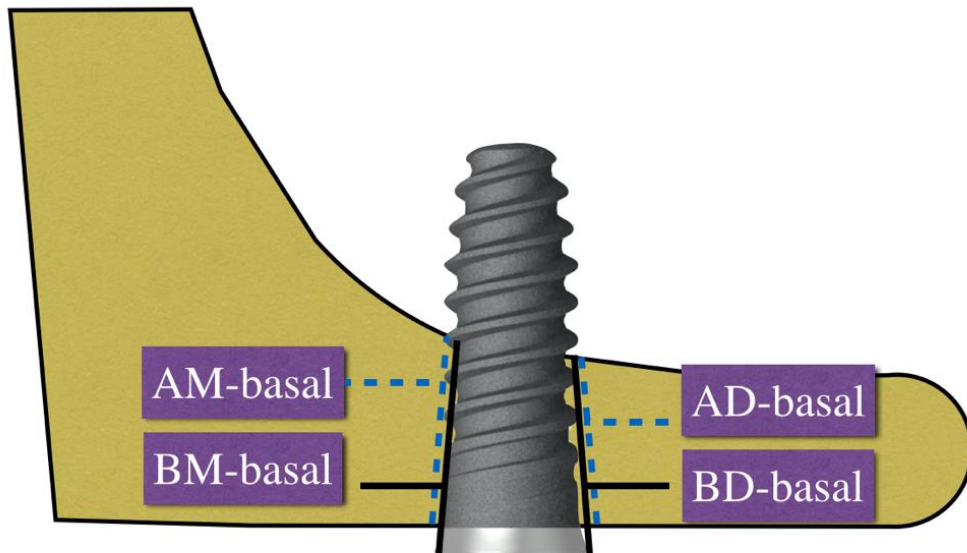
Variables analizadas en la radiografía panorámica realizada tras la colocación del implante (día 0)
